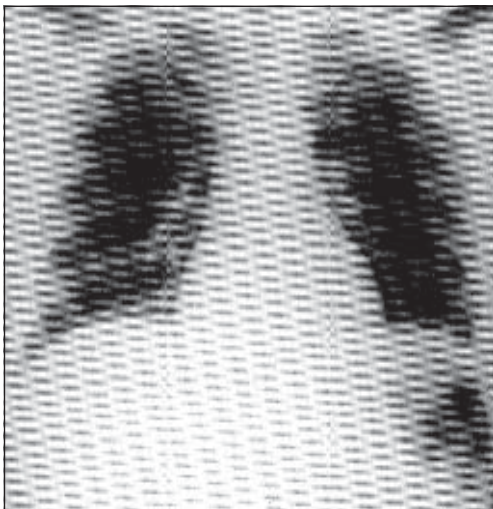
Післятравматична діафрагмальна грижа зліва. Рентгенограма.
